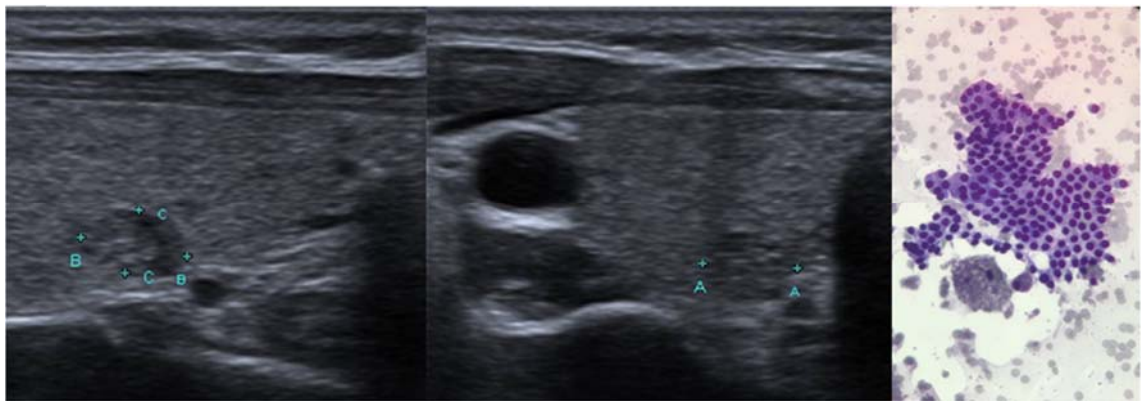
Correlação da ultrassonografia e citologia para nódulo TR1. (a) Planos longitudinal (a) e transversal (b) de ultrassonografia modo B, evidenciando nódulo espongiforme (ACR TI-RADS 1). Resultado citológico (c): Citologia benigna, compatível com nódulo colóide (Bethesda II)- Papanicolaou, 20x.
